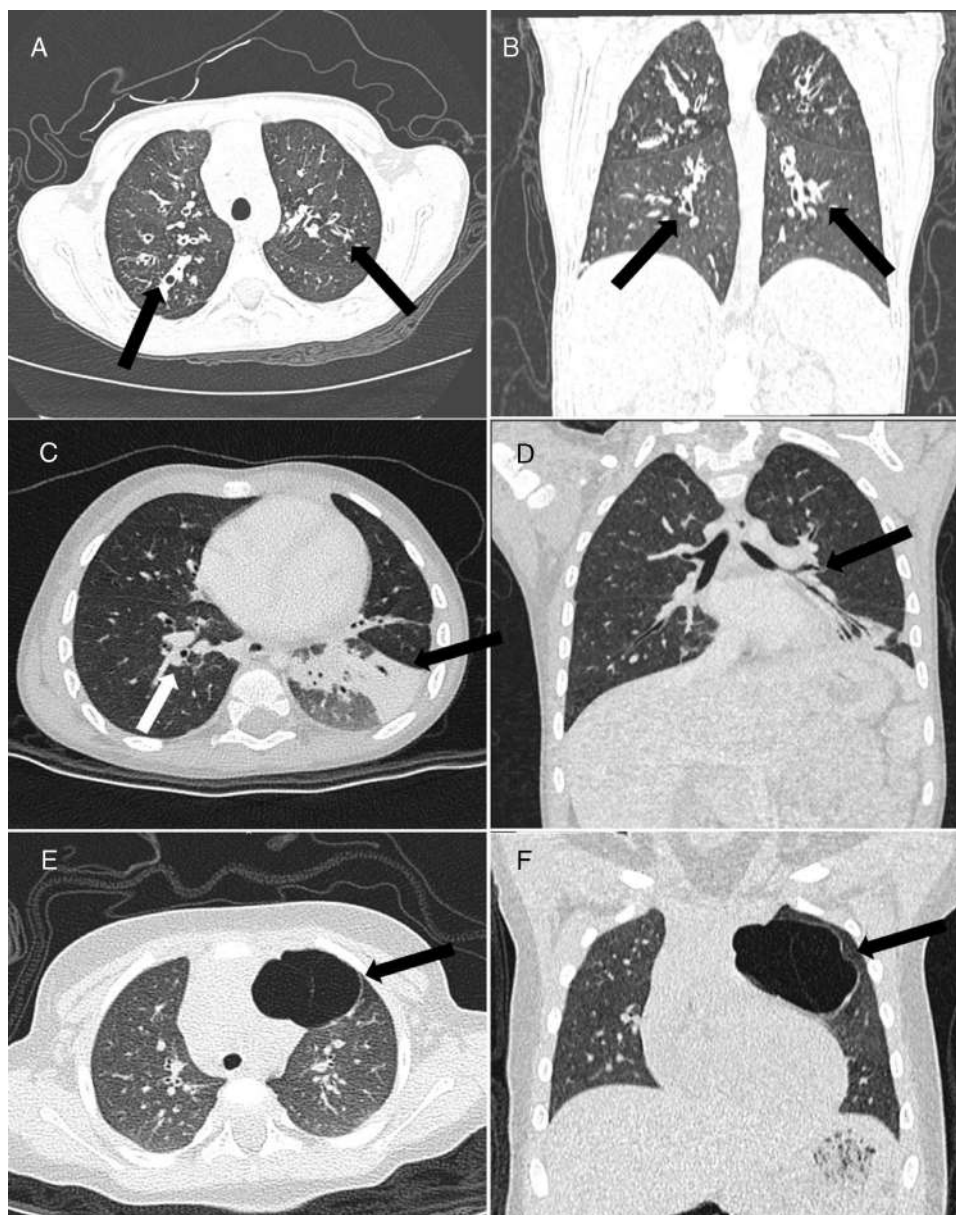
Paciente do sexo masculino, oito anos. Imagens de TC axial (A) e coronal (B) com ultrabaixa dose demonstraram bronquiectasias cilíndricas (centrais) peri-hilares (setas), sugestivas de fibrose cística. Imagens de TC axial (C) e coronal (D) com ultrabaixa dose mostram um caso de uma criança do sexo masculino de três anos com espessamento da parede brônquica (seta branca) e atelectasia no lobo inferior esquerdo (seta preta), sugestivo de bronquiolite obliterante. Imagens de TC axial (E) e coronal (F) com ultrabaixa dose demonstraram malformação congênita pulmonar das vias aéreas de tipo I no lobo superior esquerdo (seta) – Malformação adenomatoide cística pulmonar – em uma criança do sexo feminino de cinco anos.
